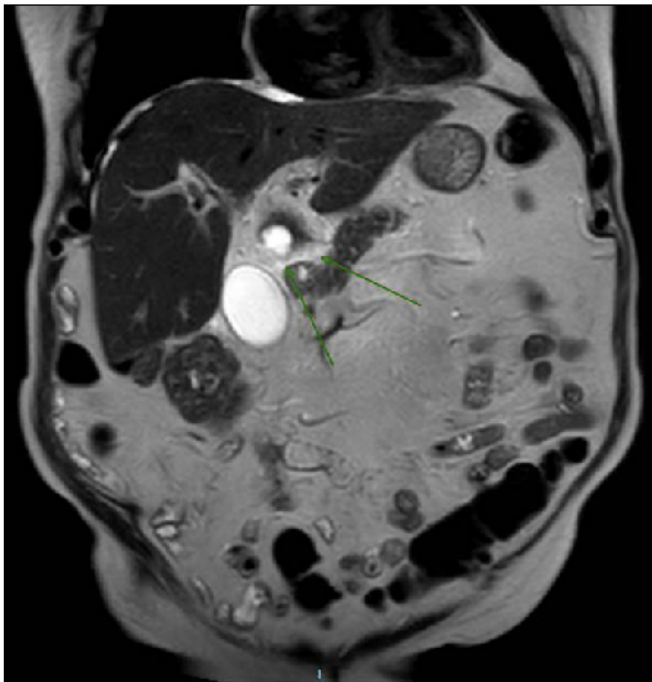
RM ABDOMEN-COLANGIO RM: Edema perivesicular y en grasa de hilio hepático; hallazgos en probable relación con cambios inflamatorios.
